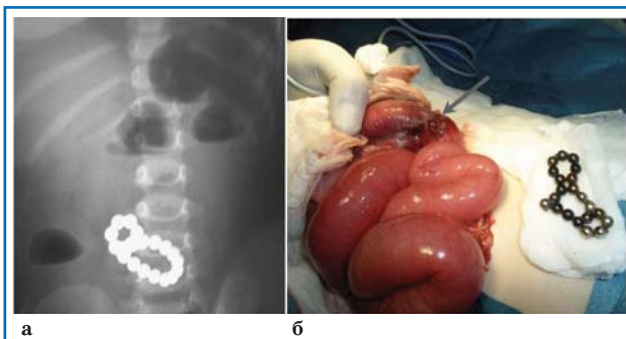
Рентгенограмма ЖКТ ребенка 1 года с множественными МИТ ЖКТ (а) и одно из перфорационных отверстий в тонкой кишке, вызванных МИТ (показано стрелкой) (б) (собственное наблюдение).
